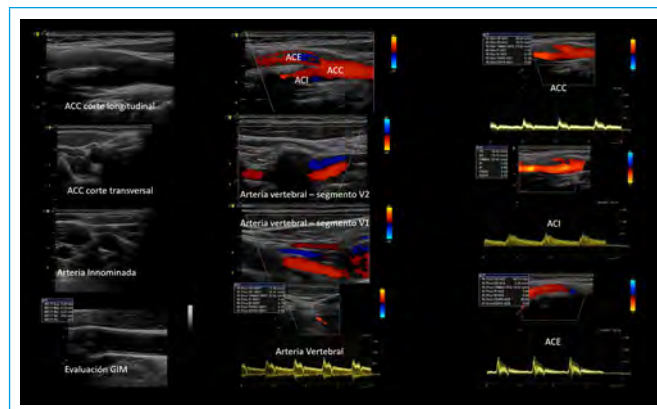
Estudio normal de arterias del cuello. Eco bidimensional, Doppler color y Doppler pulsado (ACC: arteria carótida común; ACE: arteria carótida externa; ACI: arteria carótida interna; GIM: grosor íntimo-medial)
